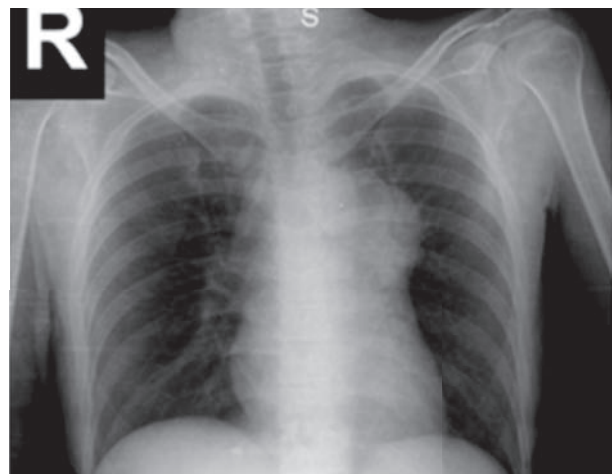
Radiografía de tórax. Proyección posteroanterior. Se evidencia ensanchamiento mediastinal.
